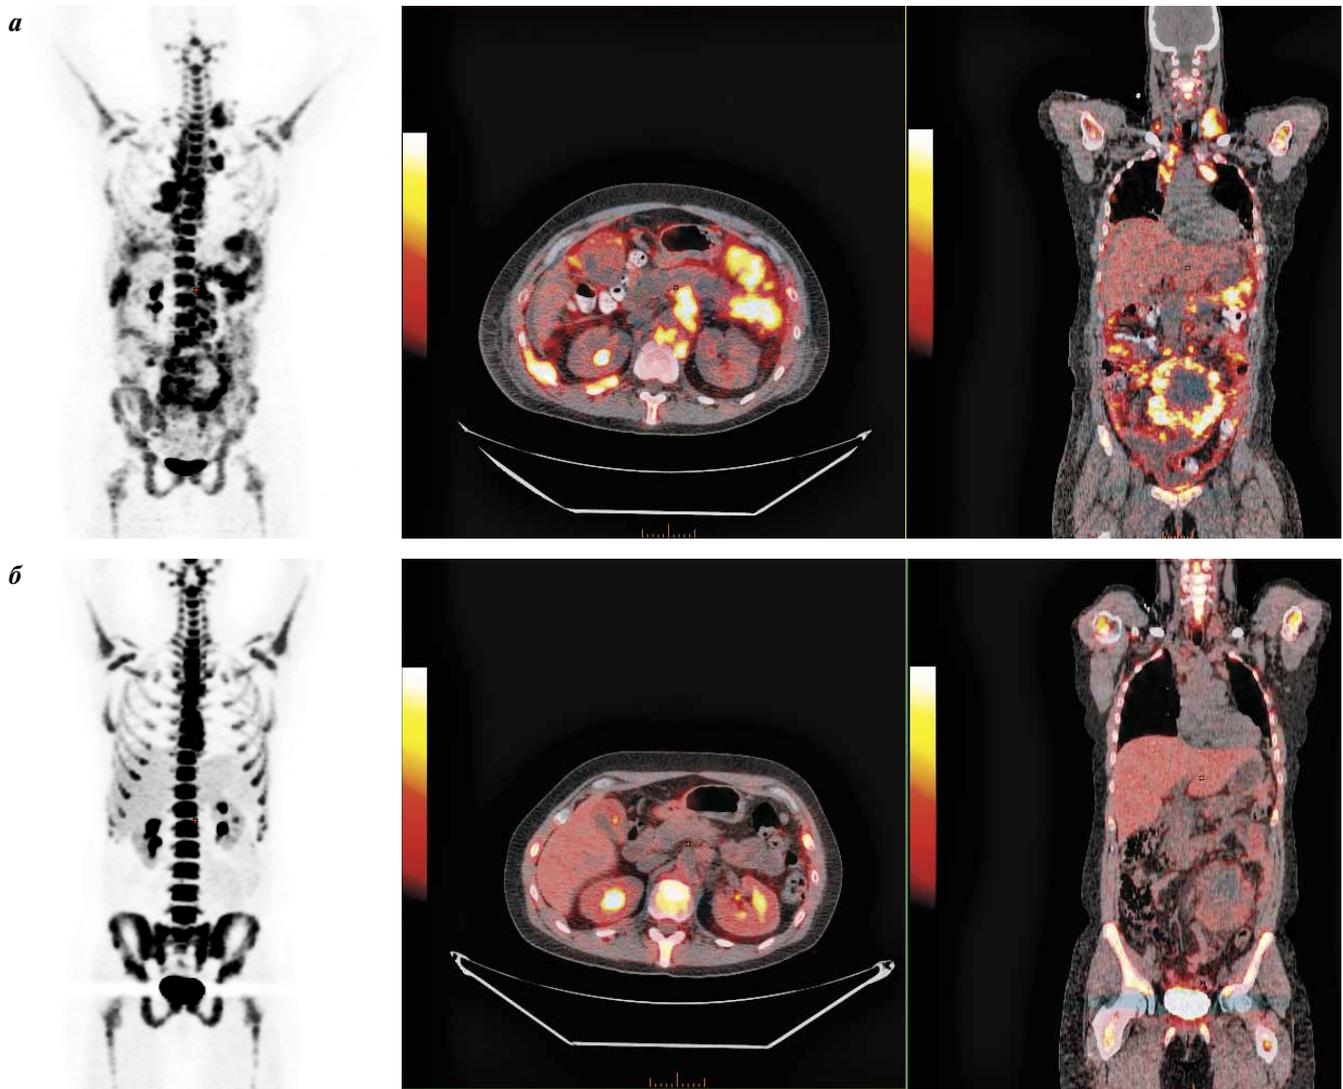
Накопление ^{18}F -ФЛТ при ПЭТ до лечения и после первого блока химиотерапии. Представлены полученные ПЭТ-изображения — фронтальные срезы и совмещенные изображения ПЭТ/КТ (фронтальные и аксиальные срезы). Определяются множественные увеличенные лимфатические узлы, образующие конгломерат, в области шеи слева, в средостении и брюшной полости: а — до лечения определяется активное накопление ^{18}F -ФЛТ; б — после первого блока химиотерапии накопление данного РФП резко уменьшилось и не превышает фонового накопления в печени
